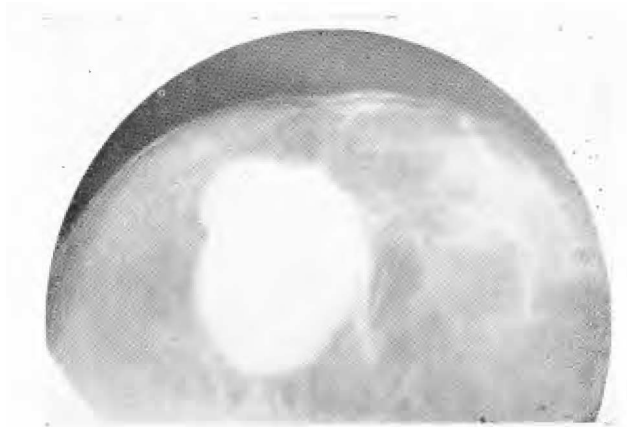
Radiografía simple, incidencia cráneo caudal muestra tumor bilobado, de aspecto encapsulado, de mayor tamaño que lo apreciado a la palpación. Estudio anátomo-patológico, Dr. B. Scolnik: fibroadenoma peri e intracanalicular quístico.
